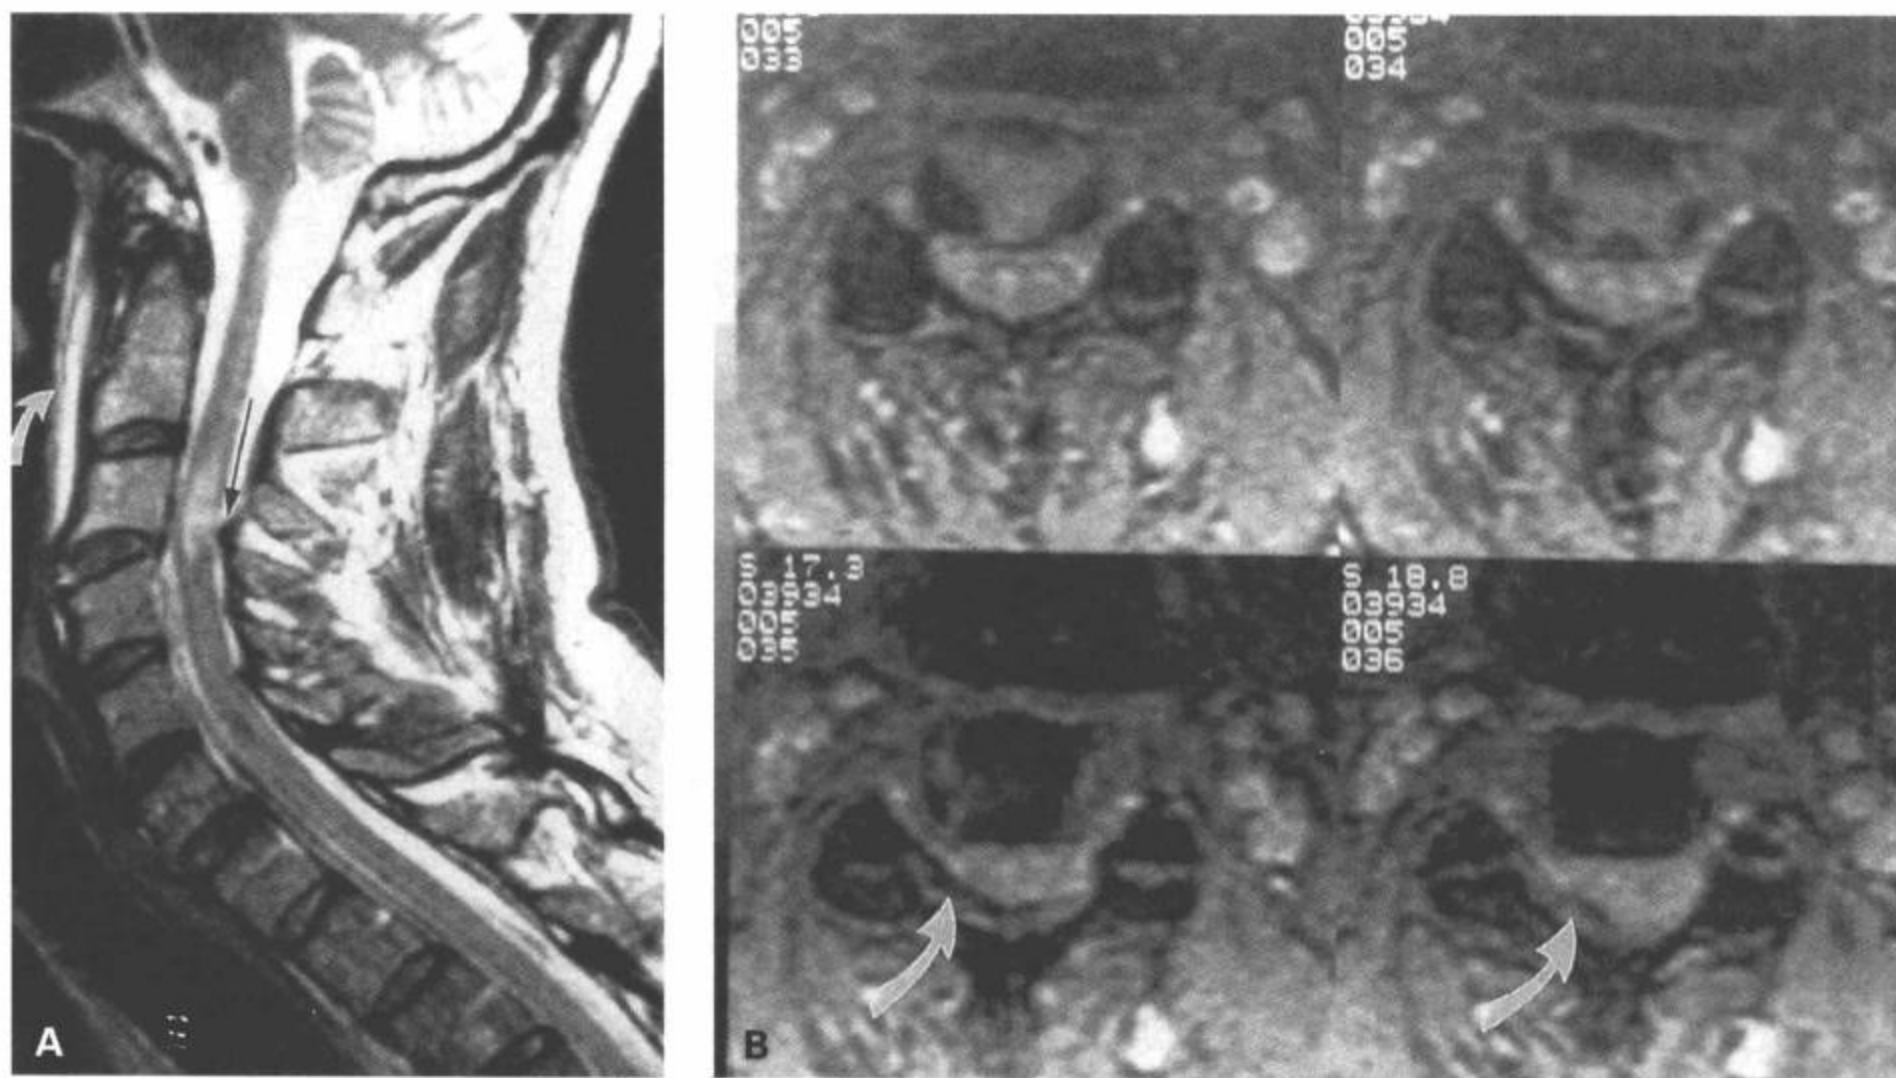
C3/C4 过度伸展劳损性损伤。A: 矢状面 FSE T2 加权图像显示 C3/C4 椎间隙前部增宽并伴椎前水肿 (弯箭)。黄韧带皱缩 (箭)。脊髓内可见散在的水肿区。B: 横断面梯度回波图像显示硬膜囊的右后侧被皱缩的黄韧带压迫而出现变形。脊髓在前方的椎体与后方的黄韧带之间受压。(From: Flanders AE, Croul SE. Spinal trauma. In: Atlas SW. Magnetic Resonance Imaging of Brain and Spine. 3<sup>rd</sup> ed. Philadelphia: Lippincott Williams & Wilkins; 2002: 1784, with permission.)
